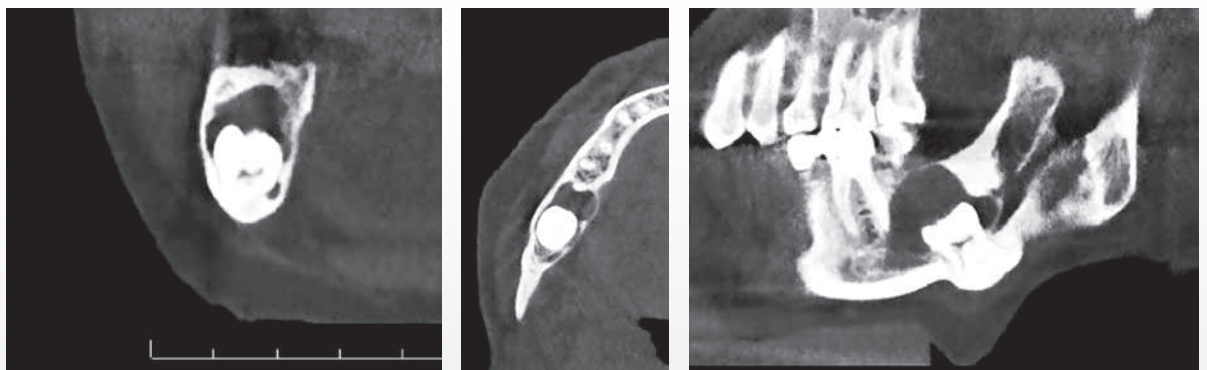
CBCT viser n. alveolaris inf. beliggende medially (koronalt snit) og i nær relation til 8-. Cysten ses udfylde en større del af corpus mandibulae med resorption af den kortikale knogle.
